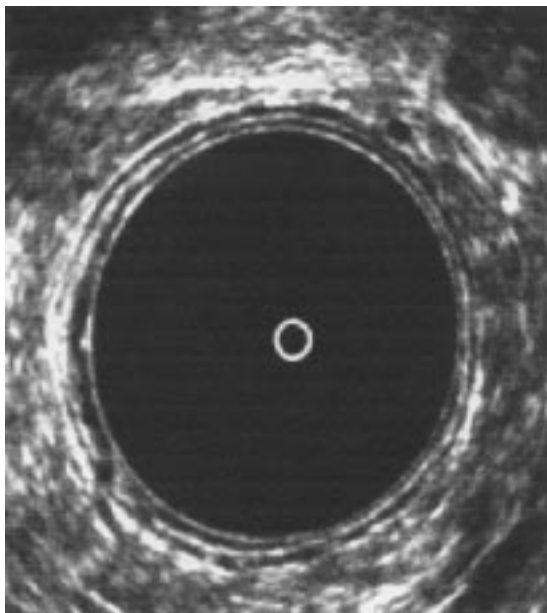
Foto de endosonografía en la cual se identifican las tres capas hiperecogénicas y las dos hipoecogénicas.
